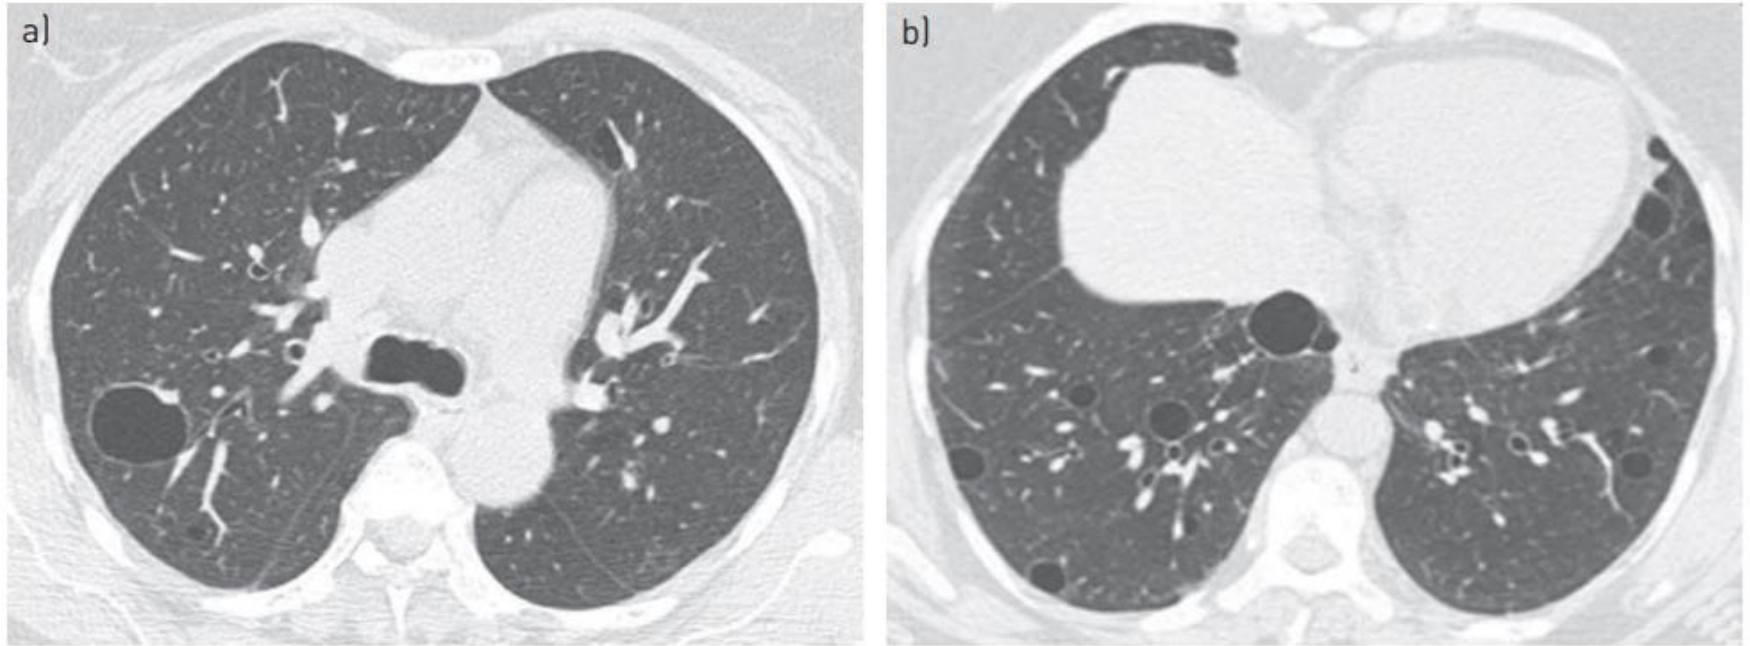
A 43-year-old woman with lymphocytic interstitial pneumonia in association with Sjögren's syndrome. High-resolution computed tomography scans of a) middle and b) lower lung regions show bilateral thin-walled cysts.
